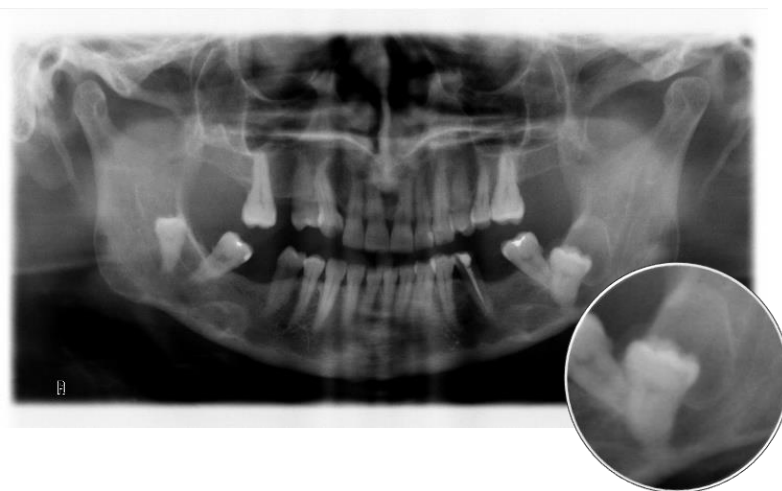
Ortopantomografia de quisto dentígero. Doente do género feminino, 68 anos, com diagnóstico provisório e definitivo de quisto dentígero na mandíbula posterior esquerda, associado ao dente 38 incluso. Dimensão de 15X18X17 mm.
